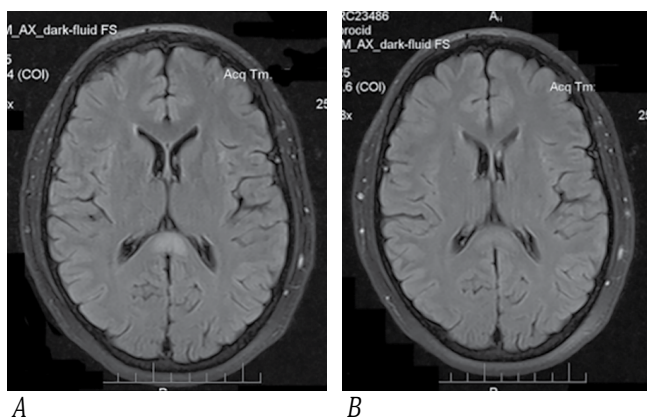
МРТ пациента А. в режиме FLAIR, аксиальный срез головного мозга.
